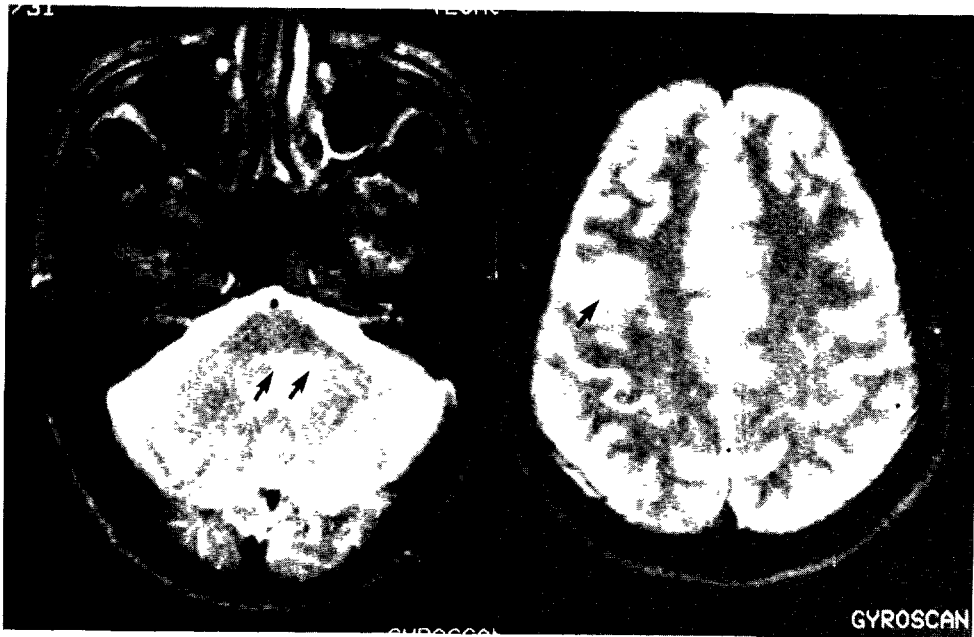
Case 1. Initial axial T2-weighted(4000/110) images(A) show high signal intensity in the pons, both middle cerebellar peduncle, right thalamus, and right internal capsule. On follow up axial T2-weighted images obtained 2 weeks later(B), high signal intensity in pons is decreased, and lesions in right thalamus and right internal capsule are improved.
